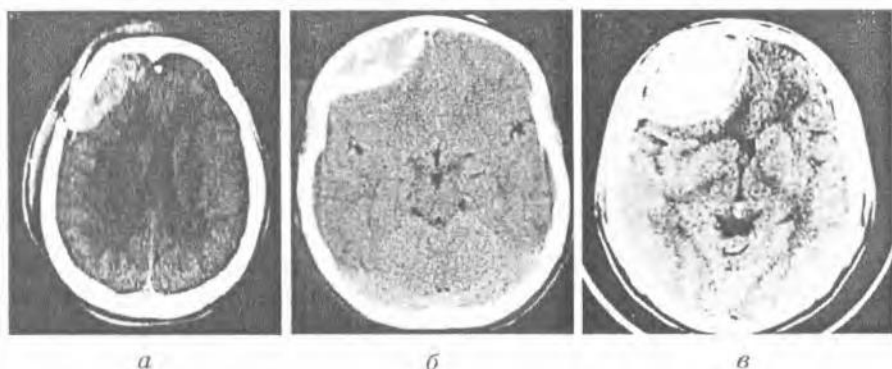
КТ-признаки эпидуральных гематом: *а* — острая эпидуральная гематома правой лобной области, сформировавшаяся в зоне перелома кости; *б* — острая эпидуральная гематома правой лобной области; *в* — хроническая эпидуральная гематома (видна сформировавшаяся капсула)
